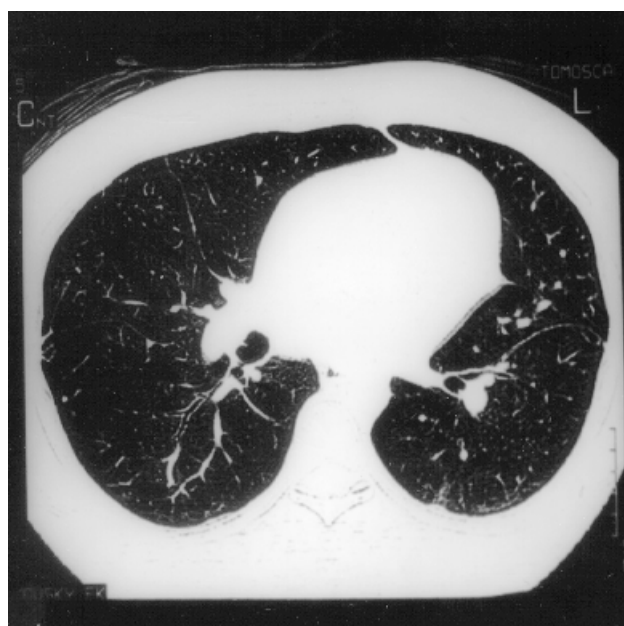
High resolution computed chest tomography.
